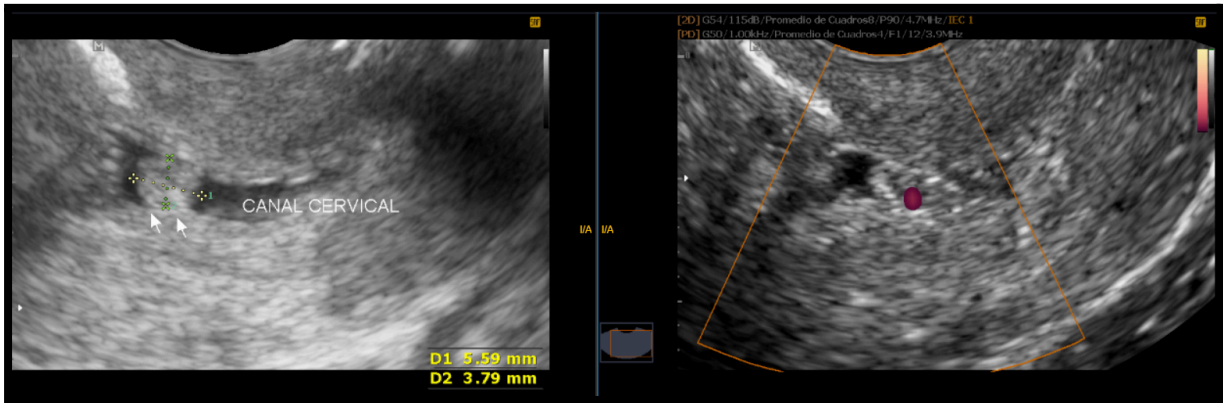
Paciente de 39 años sin antecedentes, presenta ecografía tv previa con imagen sugestiva de pólipo endometrial cervical. En histerosonografía se constata en proyección del canal cervical engrosamiento focal ecogénico el cual presenta pedículo vascular positivo al efecto Doppler color. En histeroscopia posterior se observan tres engrosamientos focales endometriales a nivel del cérvix, con confirmación anatomopatológica posterior de pólipos endometriales.
